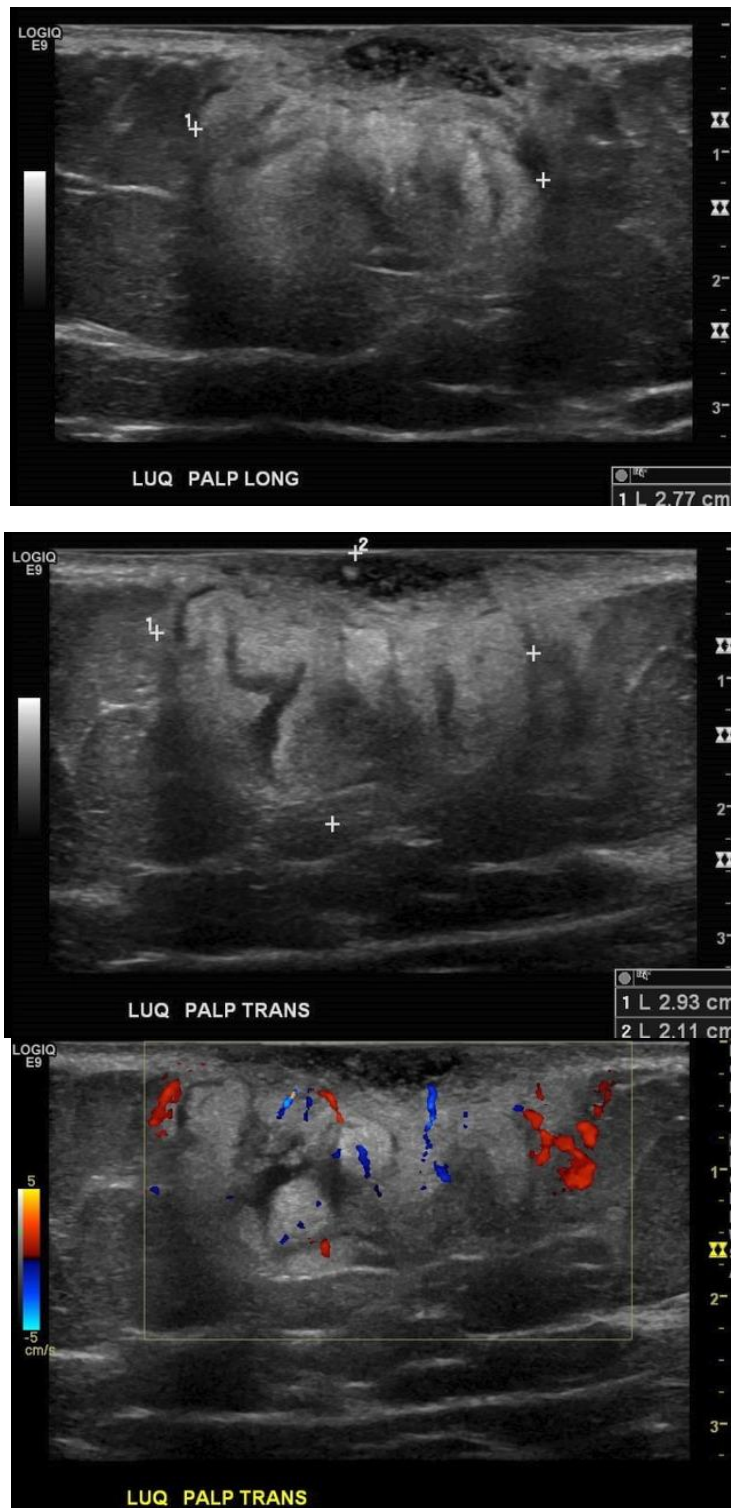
Exploration échographique d'une masse sous cutanée mettant en évidence une lésion de contours plutôt lobulés, bien limitée, d'échogénicité hétérogène, prenant le doppler couleur de façon plus prononcée en périphérie → Dermatofibrosarcome.
